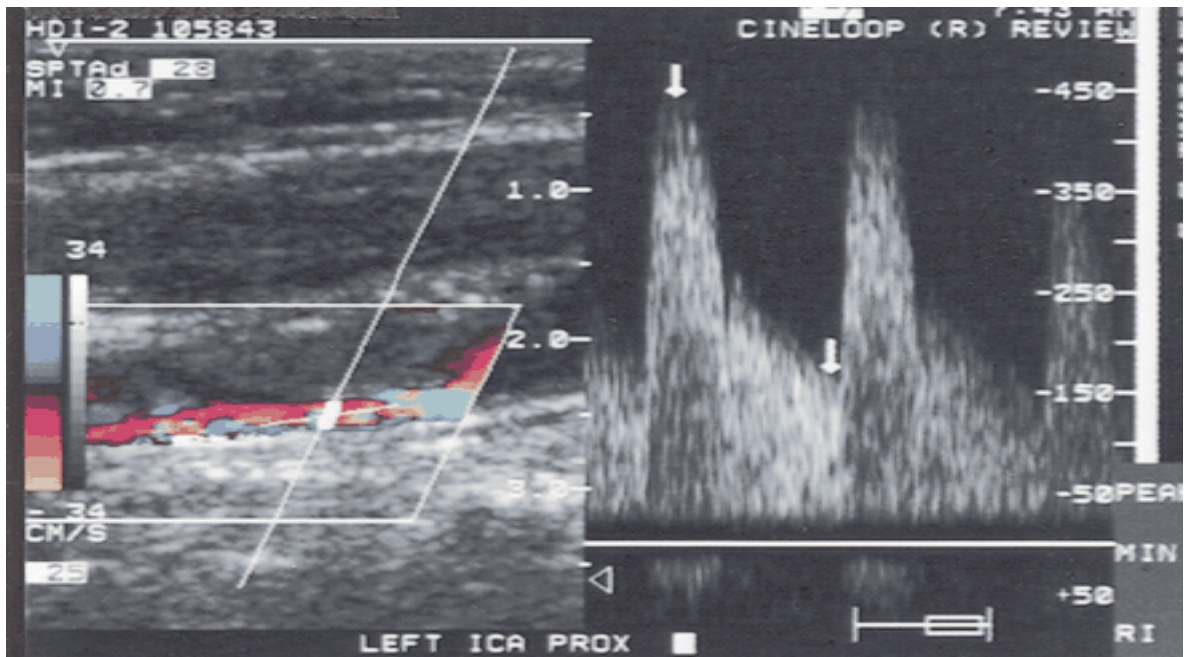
Imagem obtida de Eco Doppler Duplex Scan evidenciando uma artéria carótida interna (ACI) com estenose $\geq 50\%$, pico sistólico de velocidade igual a 442cm/s e pico diastólico final de 168cm/s.
